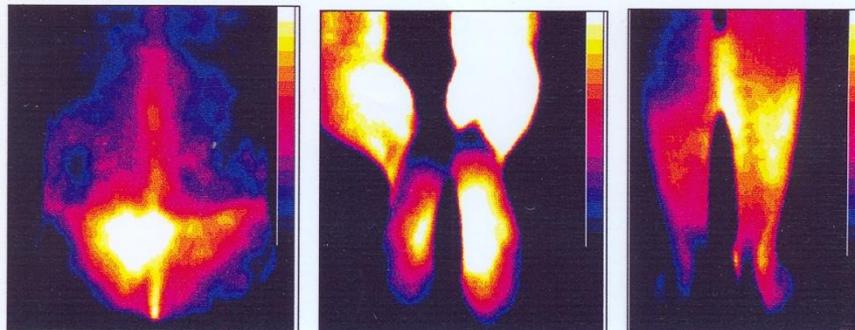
Термограммы больного Д. 35 лет при поступлении. Температура в очаге гипертермии ПКОП- 3.2°С. По данным КТ - протрузия диска 0.7 см на уровне L5-S1.
